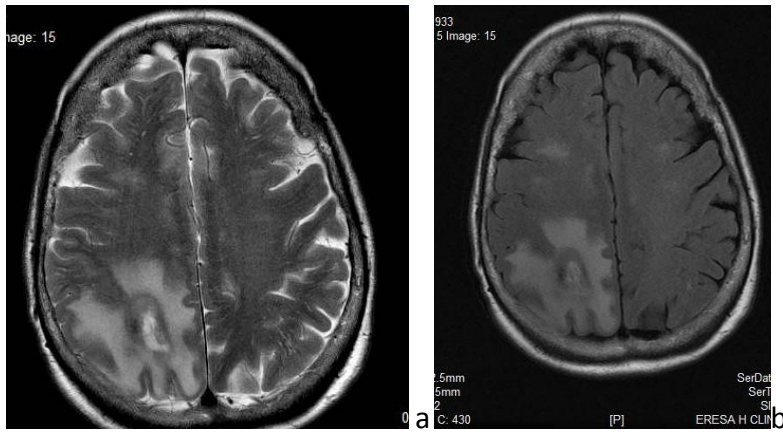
Secuencias T2 y FLAIR (a y b), lesión ocupante de espacio parietal derecha, con amplio edema perilesional.
